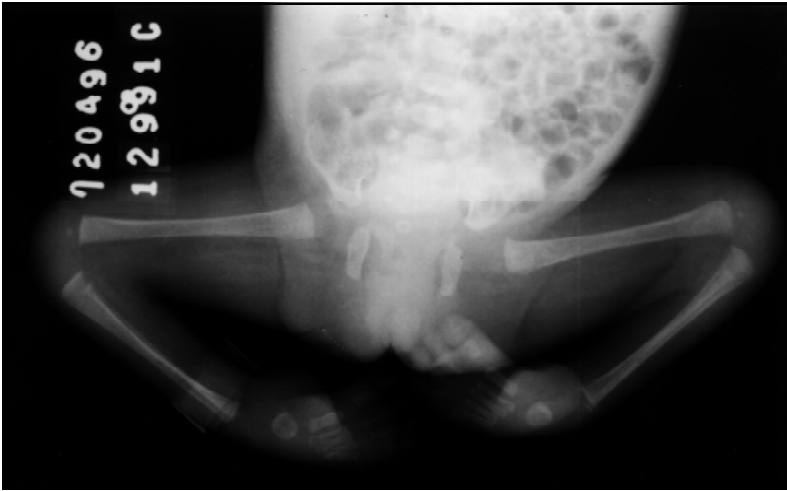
Radiografia mostrando articulação coxo-femural em abdução máxima e pés equinovaros.
